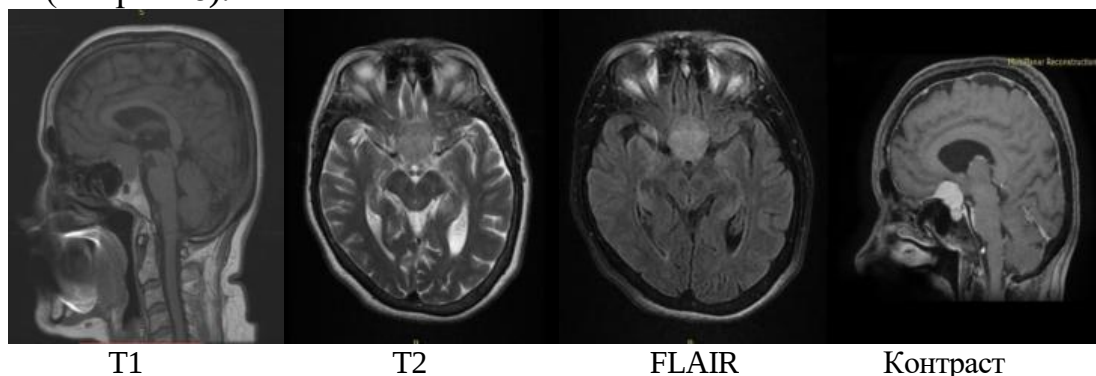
Объемный процесс, выявленный при МРТ головного мозга.
